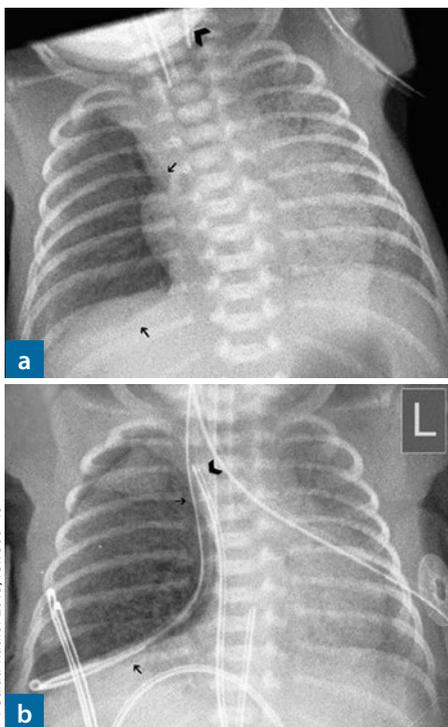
Ösophagusruptur mit Penetration in den rechten Pleuraspalte bei einem Frühgeborenen der 25. SSW. Die Röntgenaufnahme des Thorax (a) zeigt eine Sondenfehllage (dicke Pfeilspitze) und einen rechtsseitigen Pneumothorax (Pfeile). Eine Kontrollaufnahme (b) gibt die Sondenfehllage im rechten Pleuraraum deutlich wieder (Pfeile). Der Pneumothorax hat sich vergrößert und der Beatmungstubus endet nun auf der Carina. Der NVK ist im Bereich der rechten V. brachiocephalica fehlpositioniert (dicke Pfeilspitze). Ein korrekt liegender NAK ist ebenfalls sichtbar („hohe Lage“).
